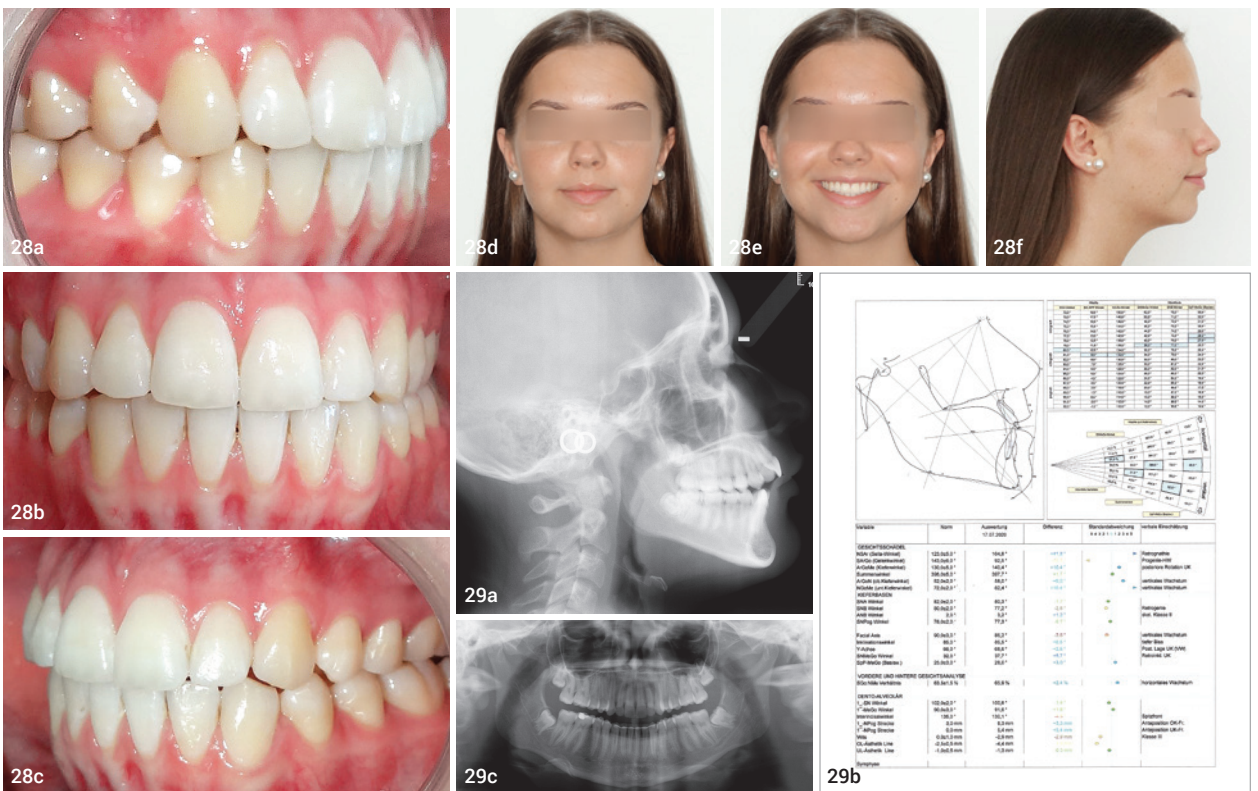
Intra- (a-c) und Extraoralaufnahme (d-f) nach Behandlungsende. Abb. 29a-c: Kephalmetrische Darstellung, Vermessung und Analyse (a, b) und Orthopantomogramm (c).
